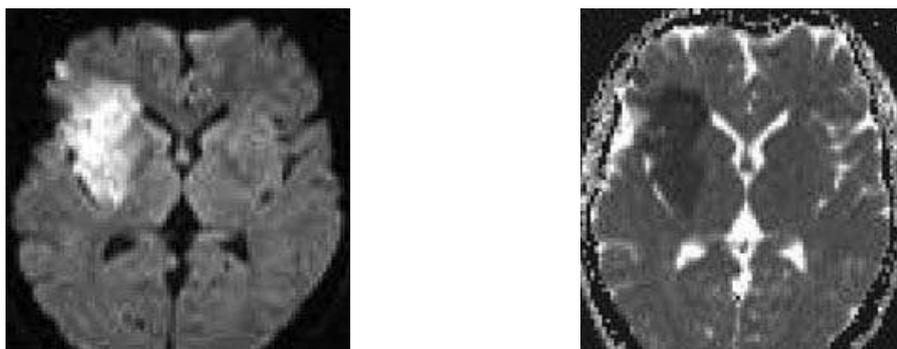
IRM de diffusion et cartographie de coefficient de diffusion apparente (ADC). Hyper signal de restriction de la diffusion systématisée à la partie antérieure du territoire cérébral moyen droit avec hypo signal concordant sur la cartographie ADC, traduisant un infarctus cérébral au stade aigu. (Département de radiologie, CHU Angers)
